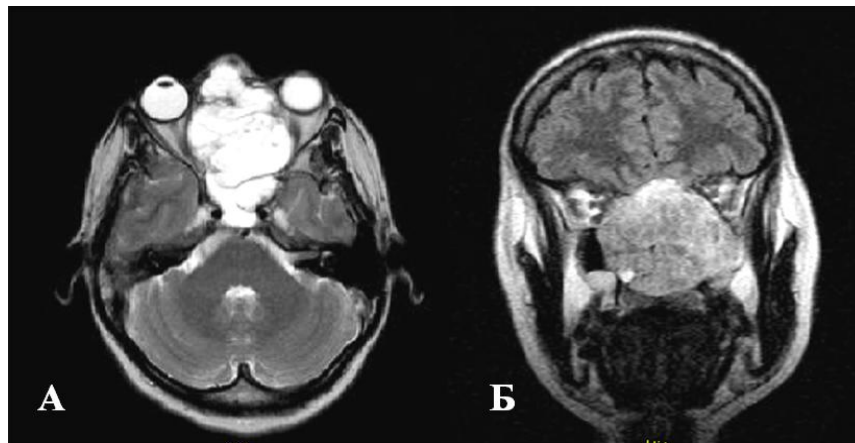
Пример томограммы пациентки с хондросаркомой решётчатой кости, орбит и полости черепа
